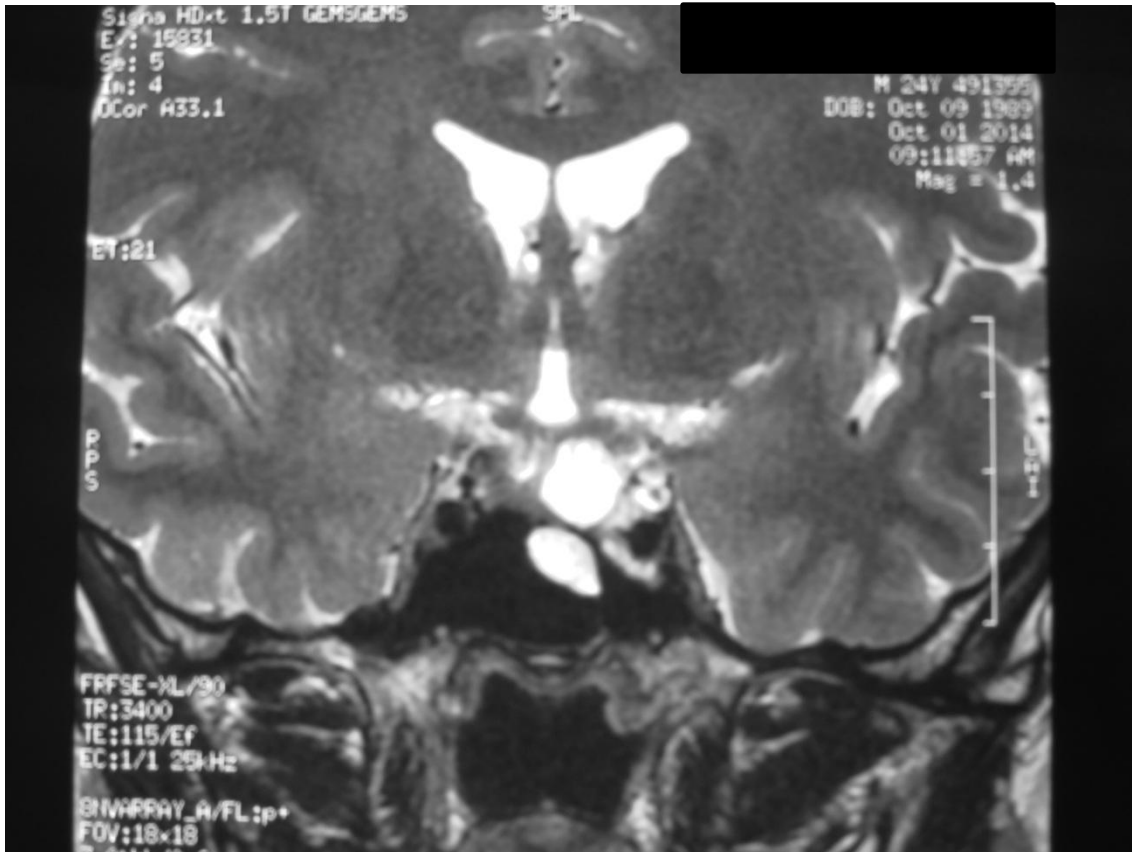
Ressonância magnética de sela turca em T2, coronal, após 45 meses do início do tratamento com a cabergolina, a qual mostra redução do tamanho do adenoma hipofisário, a haste hipofisária desviada para a direita e aumento da cisterna supresselar.
